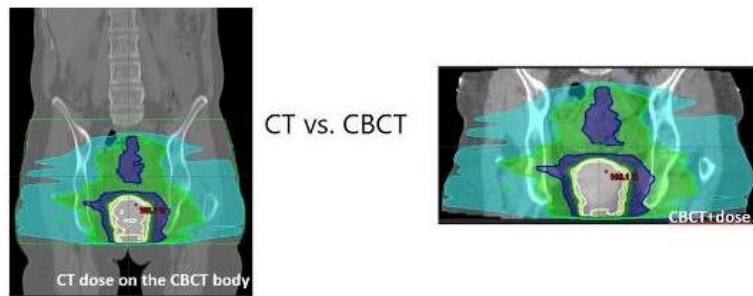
shows how the dose was calculated. The body from the CBCT was copied onto the CT in order to calculate the dose only for this area and to make a proper comparison.
